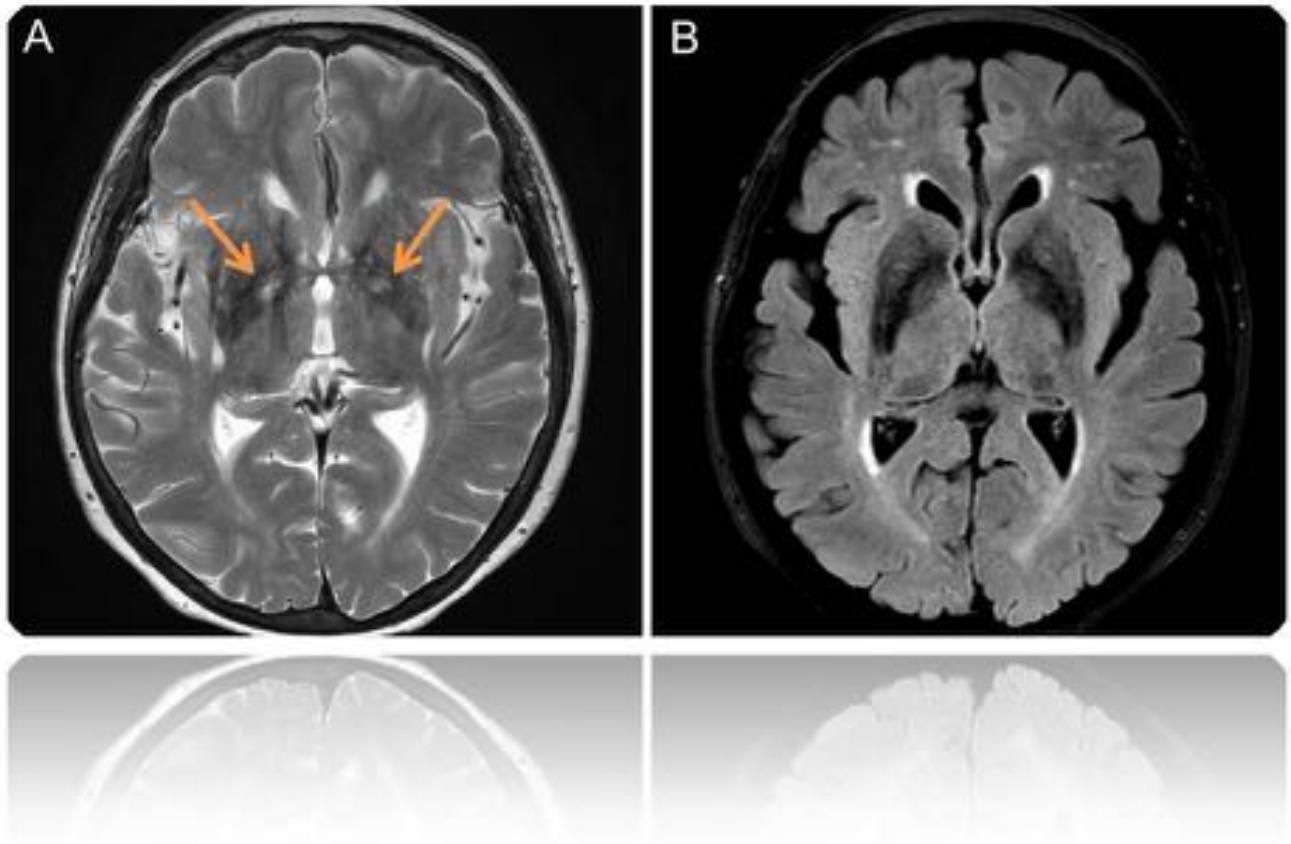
Planos axiales de resonancia magnética (RM) cerebral en secuencias potenciadas en T2 (A) y FLAIR (B), que muestran moderados signos de atrofia cortical difusa y una sutil hiperintensidad en ambos globos pálidos (flechas naranjas) evidentes en la secuencia T2.
